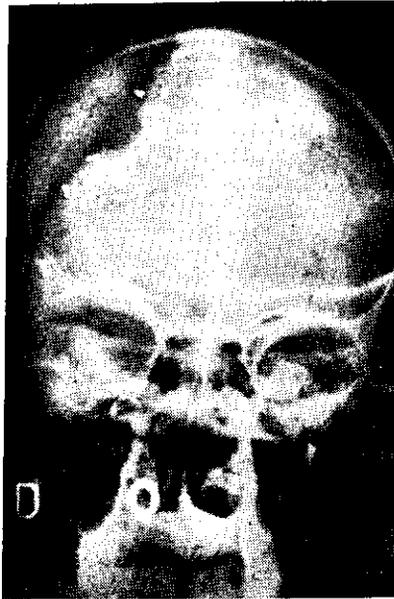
Radiografía anteroposterior después de la operación.
